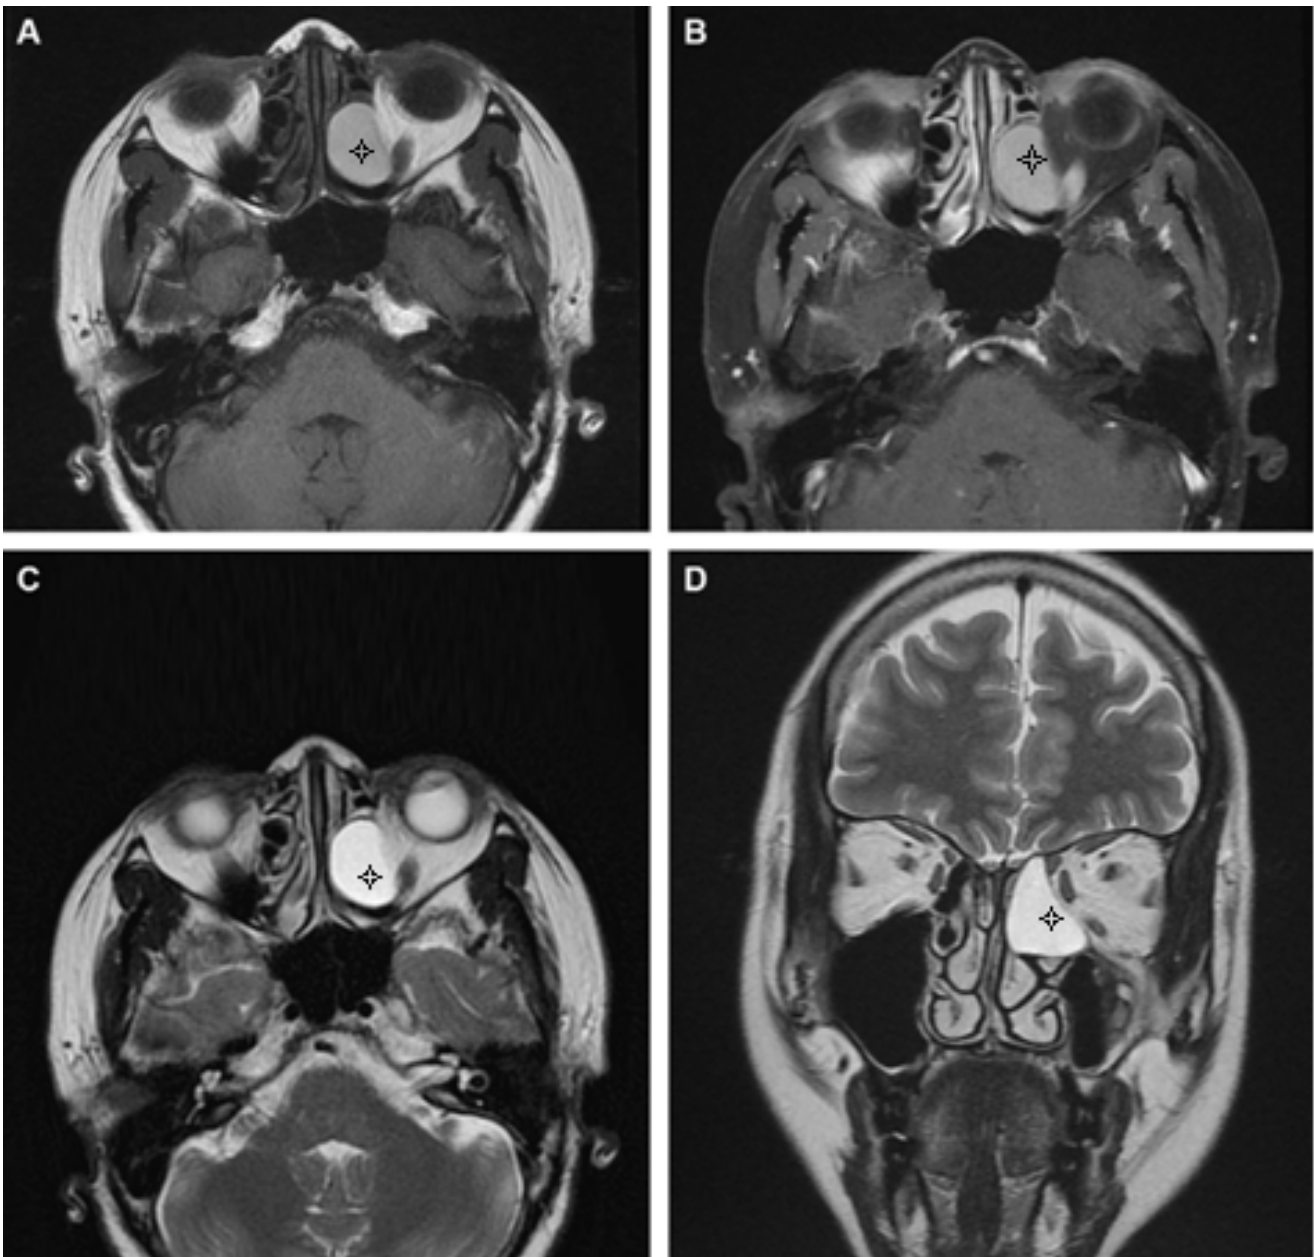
IRM du massif facial en faveur d'une mucocèle fronto-ethmoïdale gauche (étoile) : A. Axial T1. B. Axial T1 Gadolinium. C. Axial T2. D. Coronal T2. Un hyposignal en T1 et un hypersignal en T2 intense et homogène : [35].
